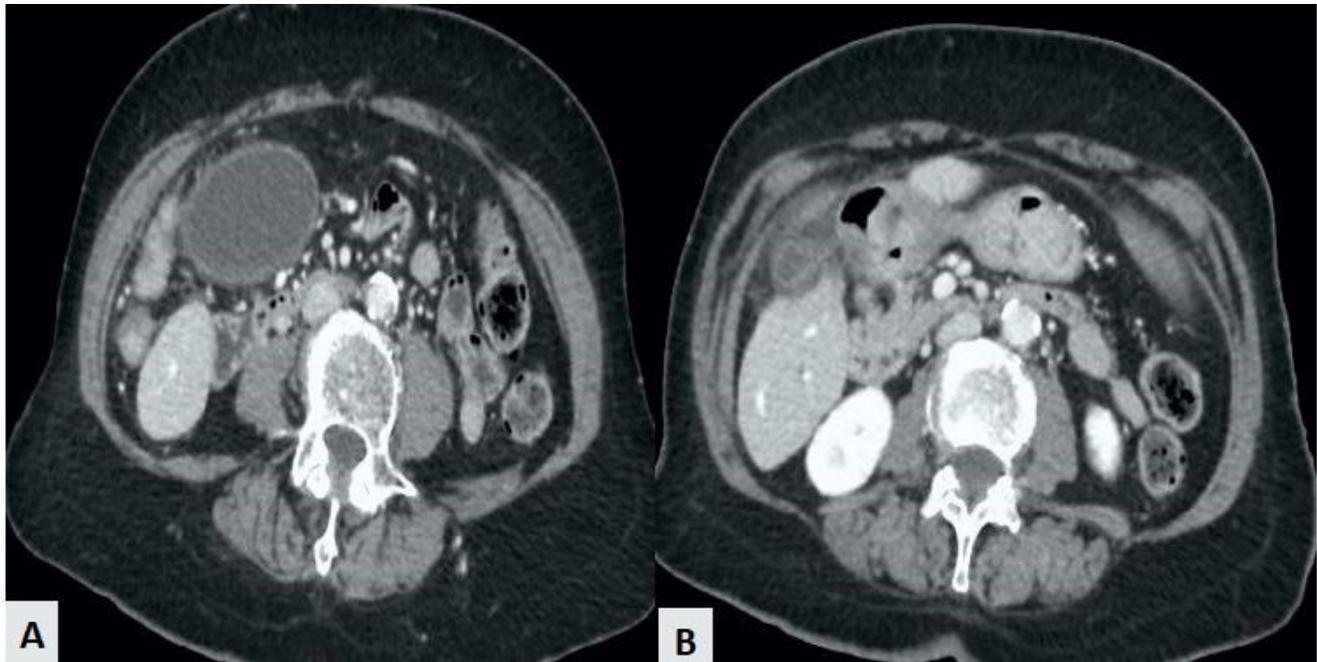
Imágenes de tomografía computarizada. A) Vesícula biliar moderadamente distendida con líquido peri-colecístico y engrosamiento de las paredes. B) Ausencia de cálculos biliares. Conductos biliares normales sin dilatación. Fuente: el autor.
